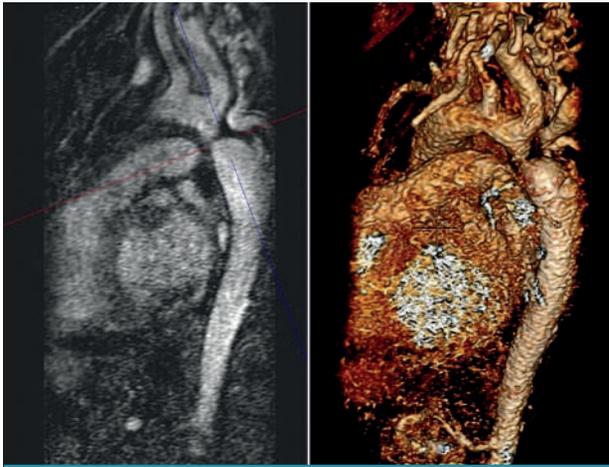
Reconstrucción de coartación aórtica con resonancia magnética.
